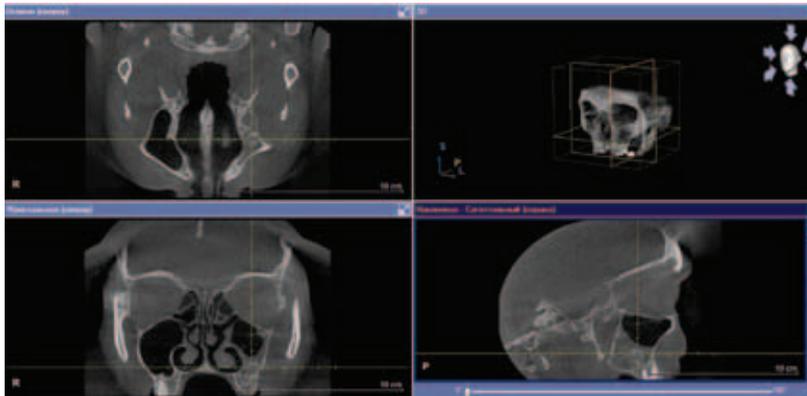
3D-КТ околоносовых пазух в трех проекциях (остеома левой верхнечелюстной пазухи)
